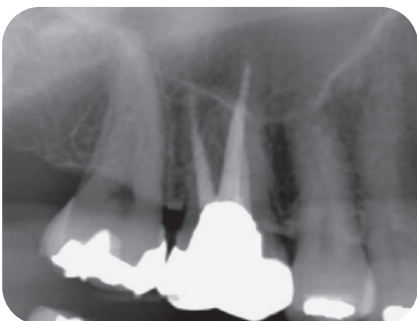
症例3のデンタルX線写真。6]部に明らかな異常所見は認めない。
